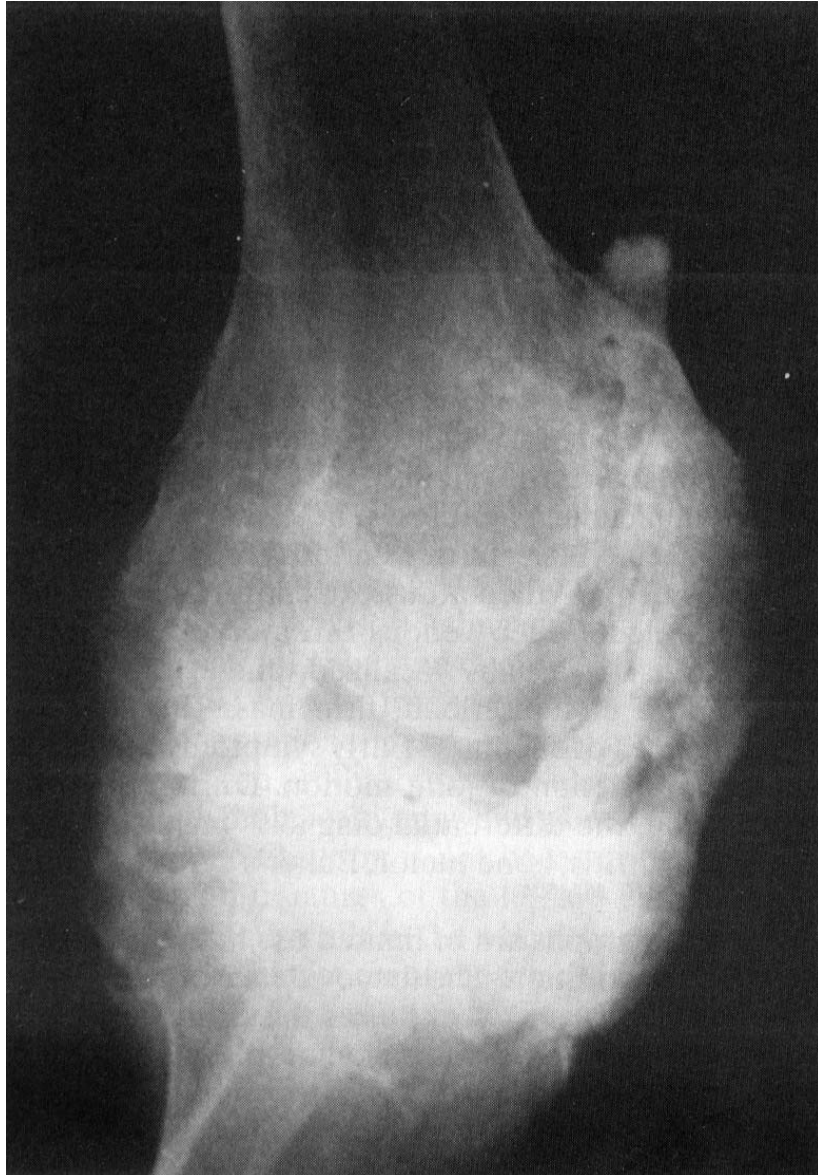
Plain radiograph of a knee, with ankylosis from heterotopic ossification.
